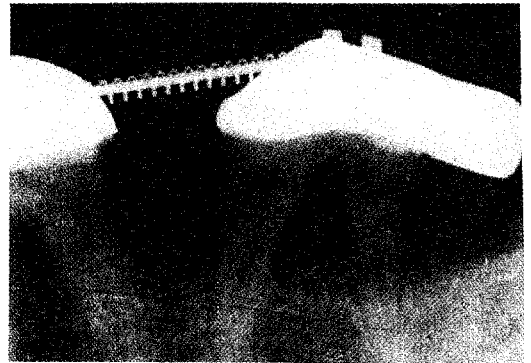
Radiographic appearance after completion of orthodontic tooth movement
